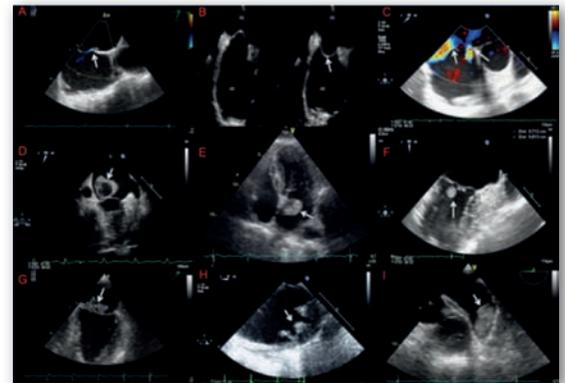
Exemples de sources « cardio-aortiques » d'embolie cérébrale. A : FOP, shunt gauche-droit spontané visualisé en doppler couleur en regard de la fosse ovale. B : ASIA, excursion biphasique du septum secundum. C : CIA, deux CIA en position ostium secundum. D : Tumeur cavitaire, masse tissulaire et excavée appendue au versant auriculaire de la valve mitrale (l'analyse anatomopathologique révélera un hémangioendothéliome épithélioïde). E : Tumeur cavitaire, masse tissulaire bien limitée appendue à la base du septum inter-auriculaire (l'analyse anatomo-pathologique révélera un myxome). F : Tumeur valvulaire, petite tumeur arrondie homogène et bien limitée appendue au versant ventriculaire de la valve mitrale (l'analyse anatomo-pathologique révélera un fibroélastome papillaire). G : Endocardite infectieuse mitrale. H : Athérome aortique complexe. I : Thrombus intraauriculaire gauche.
